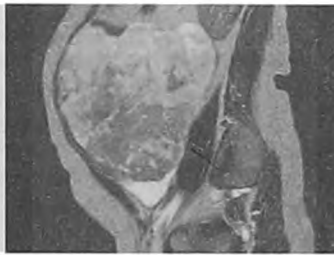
МРТ- картина больших размеров опухоли брюшной полости и малого таза
